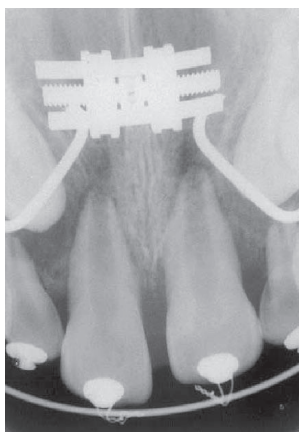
Radiografia periapical dos elementos 11 e 21 quatro semanas após início do tracionamento ortodôntico.
